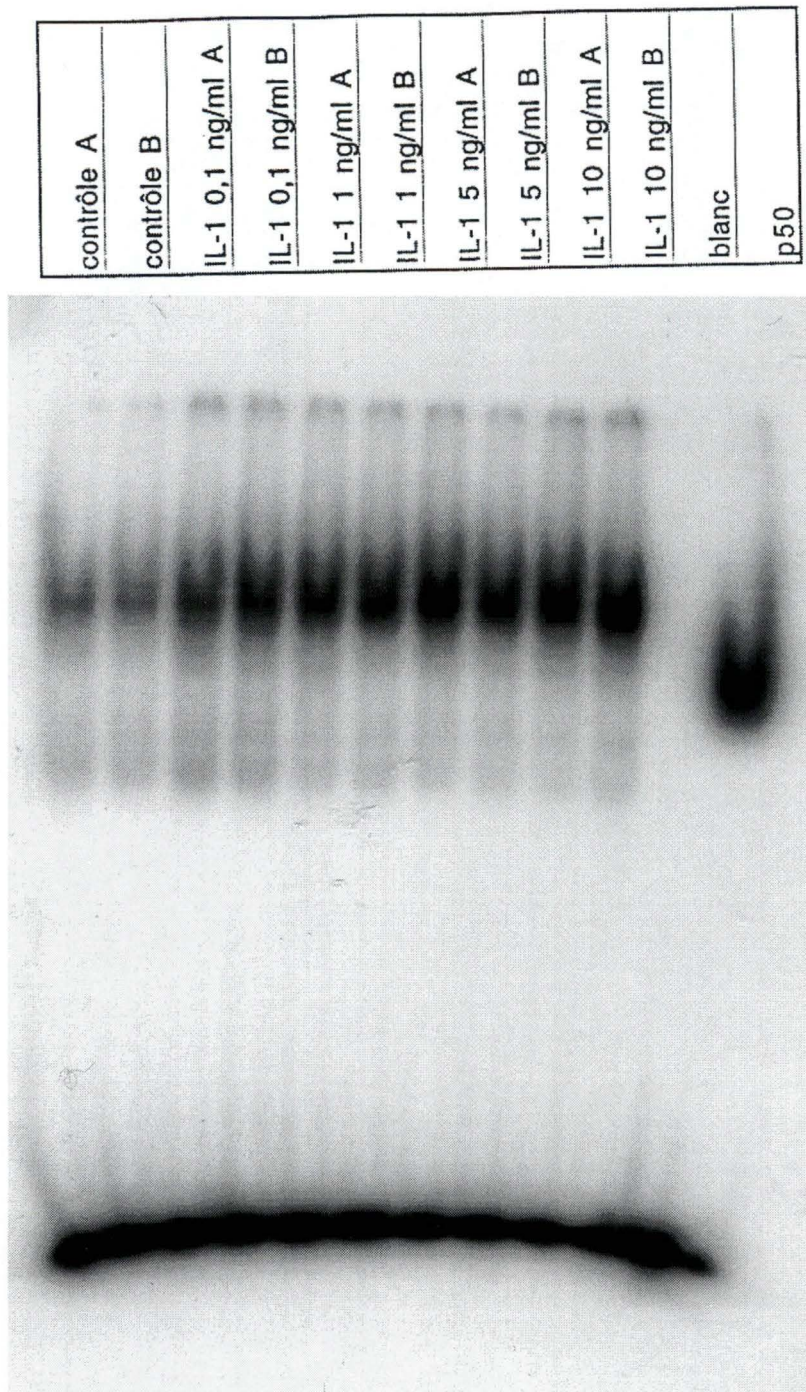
Effet de concentrations croissantes en IL-1 sur l'activation du facteur NF- κ B dans les monocytes THP-1. Ces cellules ont été incubées 30 minutes avec 0,1 ; 1 ; 5 et 10 ng/ml d'IL-1. L'activation de NF- κ B a été déterminée par retard sur gel, le gel ayant été exposé à un film autoradiographique. Le blanc correspond à un échantillon contenant l'oligonucléotide, mais pas de protéines cellulaires. p50 correspond au dimère p50/p50 purifié, mis en présence de l'oligonucléotide et démontre la spécificité de la liaison oligonucléotide-NF- κ B. On a déposé 25 μ g de protéines pour chaque piste.
